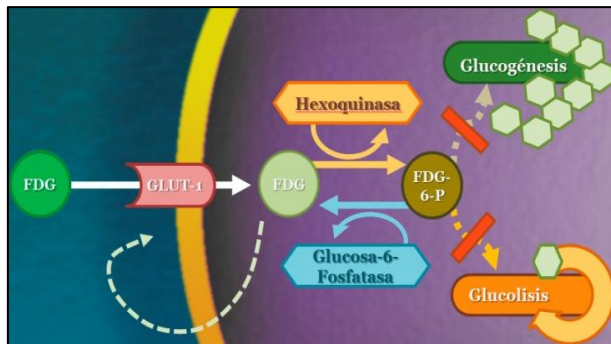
Vía metabólica de la FDG.
